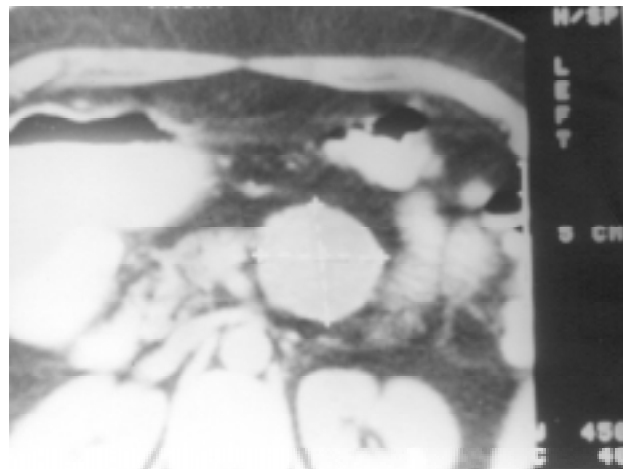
Tomografía computada donde se observa una imagen circular de características quísticas que corresponde a una neoplasia pancreática.
